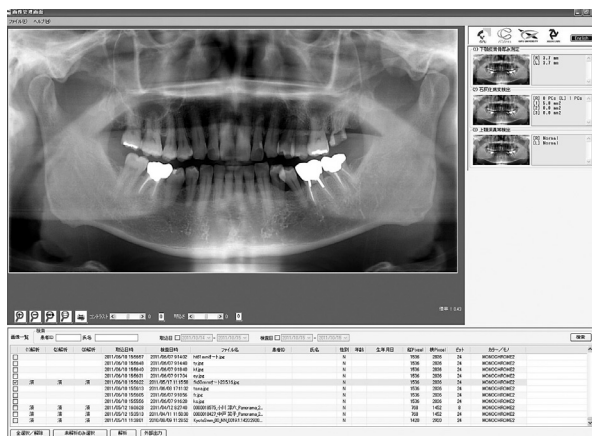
パノラマX線像から骨粗鬆症、上顎洞炎、および頸動脈石灰化を検出するコンピュータ支援診断（CAD）システムのインターフェイス画面。パノラマ画像をデータベースに取り込んで自動的に解析をおこなう。
